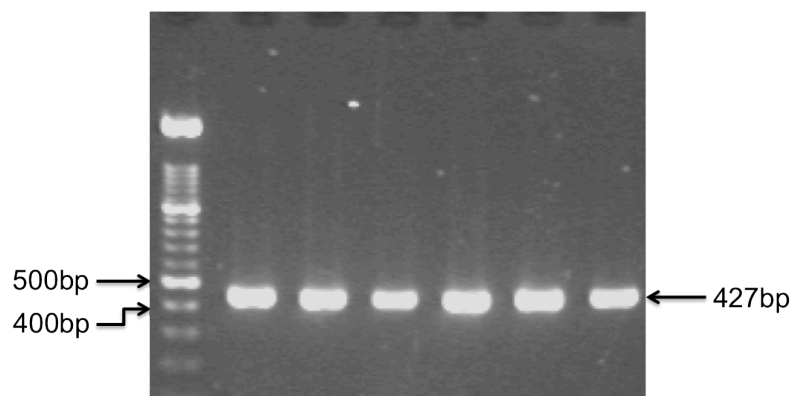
Gelelektrophorese mit PCR-Produkten des CT60-Polymorphismus. In die linke Tasche wurde ein Längenstandard aufgetragen.
